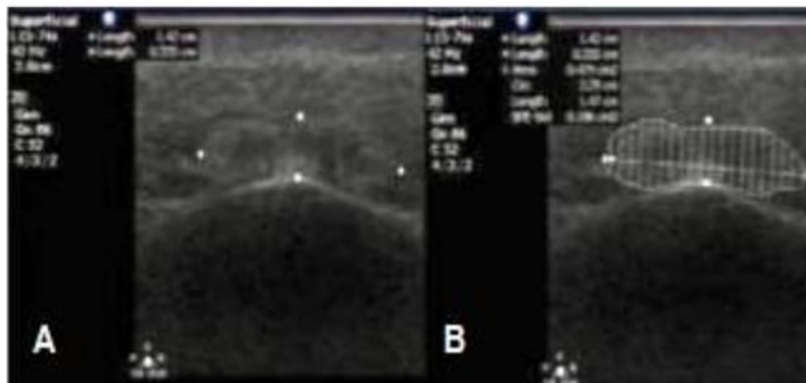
Ultrasonido de lipoinjerto a los 12 meses posoperatorios. (A) Identificación del injerto.
